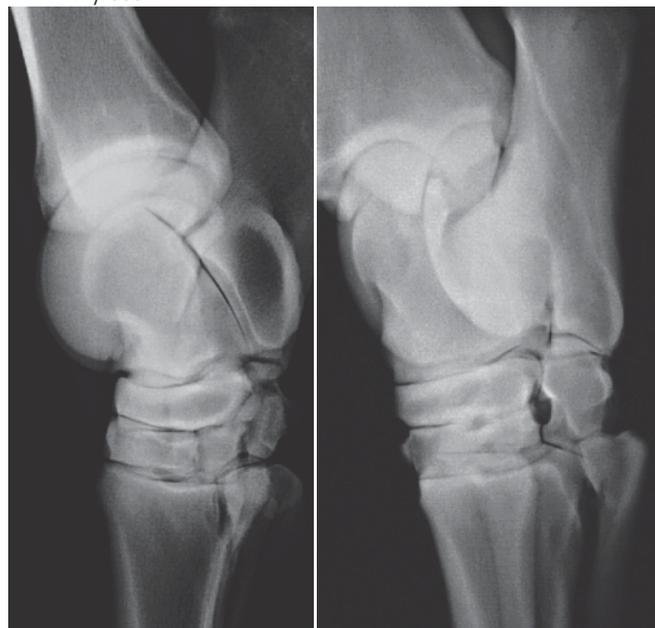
Das seitliche Röntgenbild zeigt ein scheinbar normales distales Intertarsalgelenk. Auf der Schrägaufnahme ist deutlich zu erkennen, dass der plantare Teil des distalen Intertarsalgelenks und die Synovialgrube partiell ankylosiert sind
